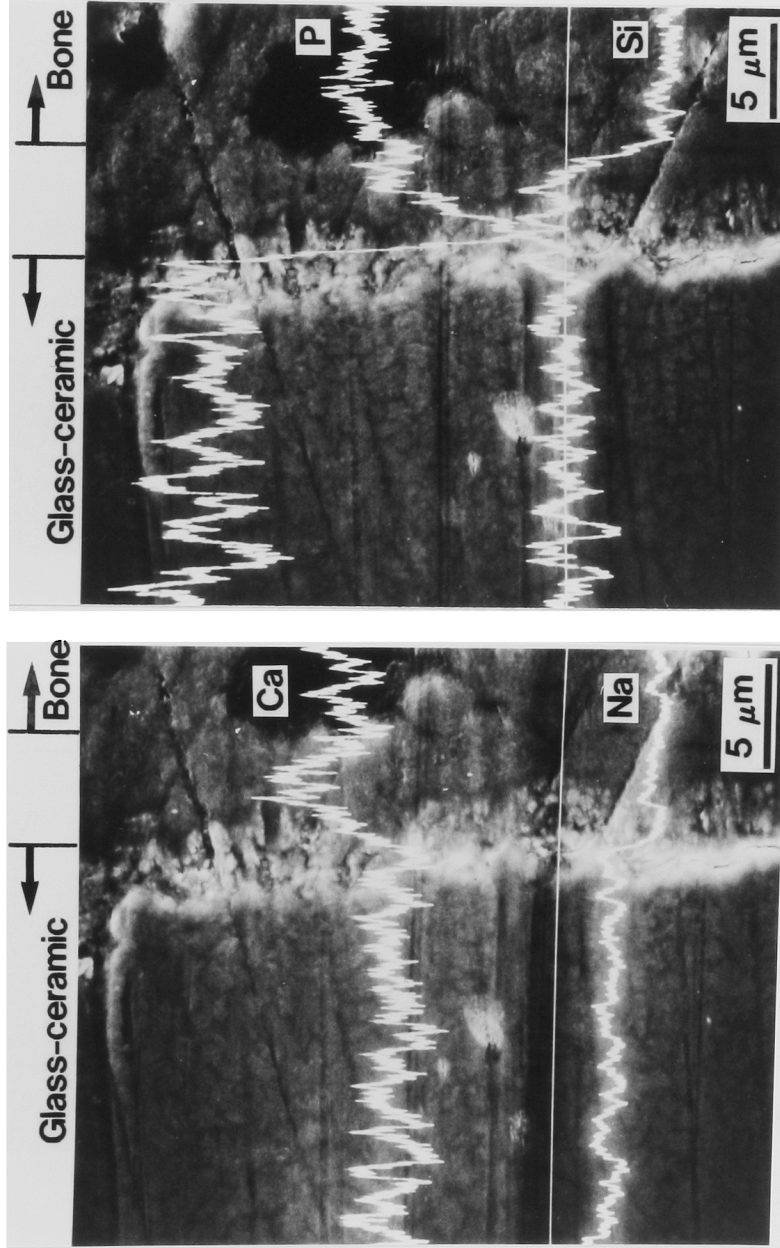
家兔脛骨に8週間埋入した結晶化ガラスと骨の界面に垂直な断面の電子線プロープX線マイクロアナリシスの結果。
